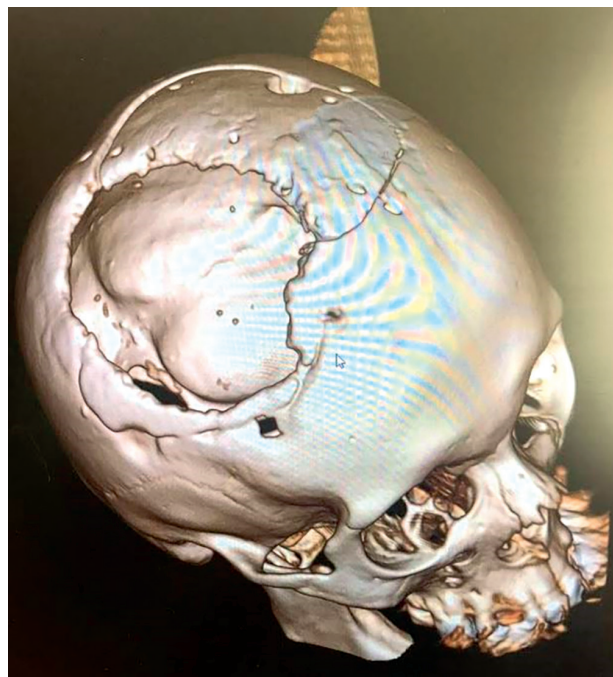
Компьютерная томограмма головного мозга в послеоперационном периоде (3D-реконструкция)
